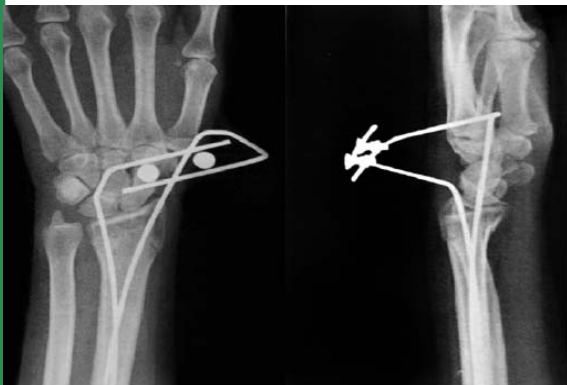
Radiografia di frattura dell'estremo distale del radio trattata con la tecnica "Epibloc".
